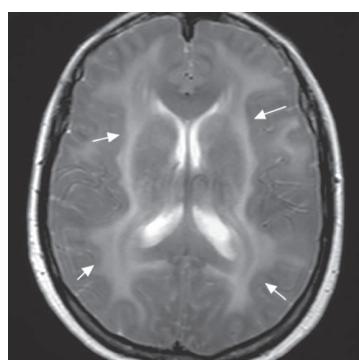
女, 46岁, 狼疮病史 4个月, 主因头痛, 伴有走路不稳入院, 颅脑 MRI 轴位显示双侧大脑半球广泛对称 T₂高信号(箭头所示)
